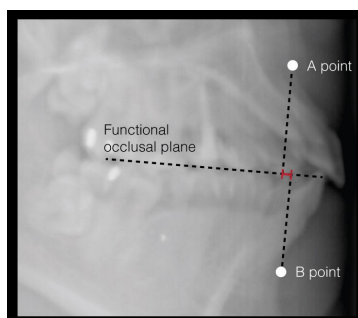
Wits appraisal analysis, the distance between projecting point A and B in perpendicular lines along the functional occlusal plane, in a sagittal maximum intensity projection view of the CBCT images.
